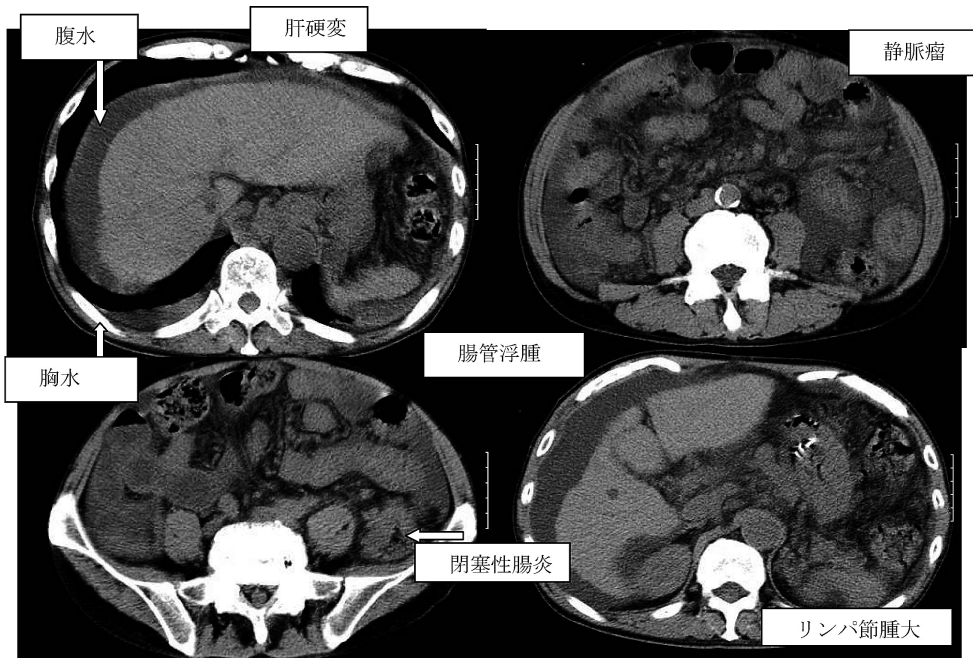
入院時CT画像。肝硬変。腹水、胸水、静脈瘤、リンパ節腫大、閉塞性腸炎、腸管浮腫がみえる。
